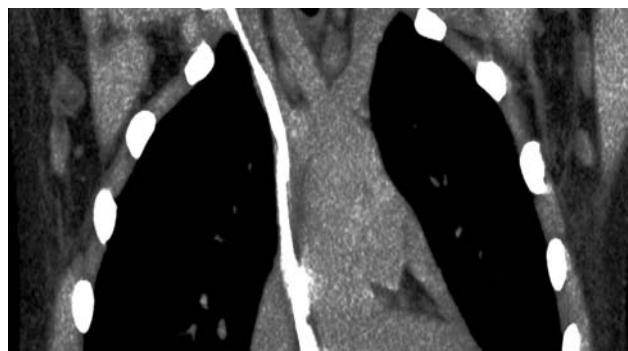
На послеоперационной МСКТ органов грудной клетки визуализируется положение атриального катетера
